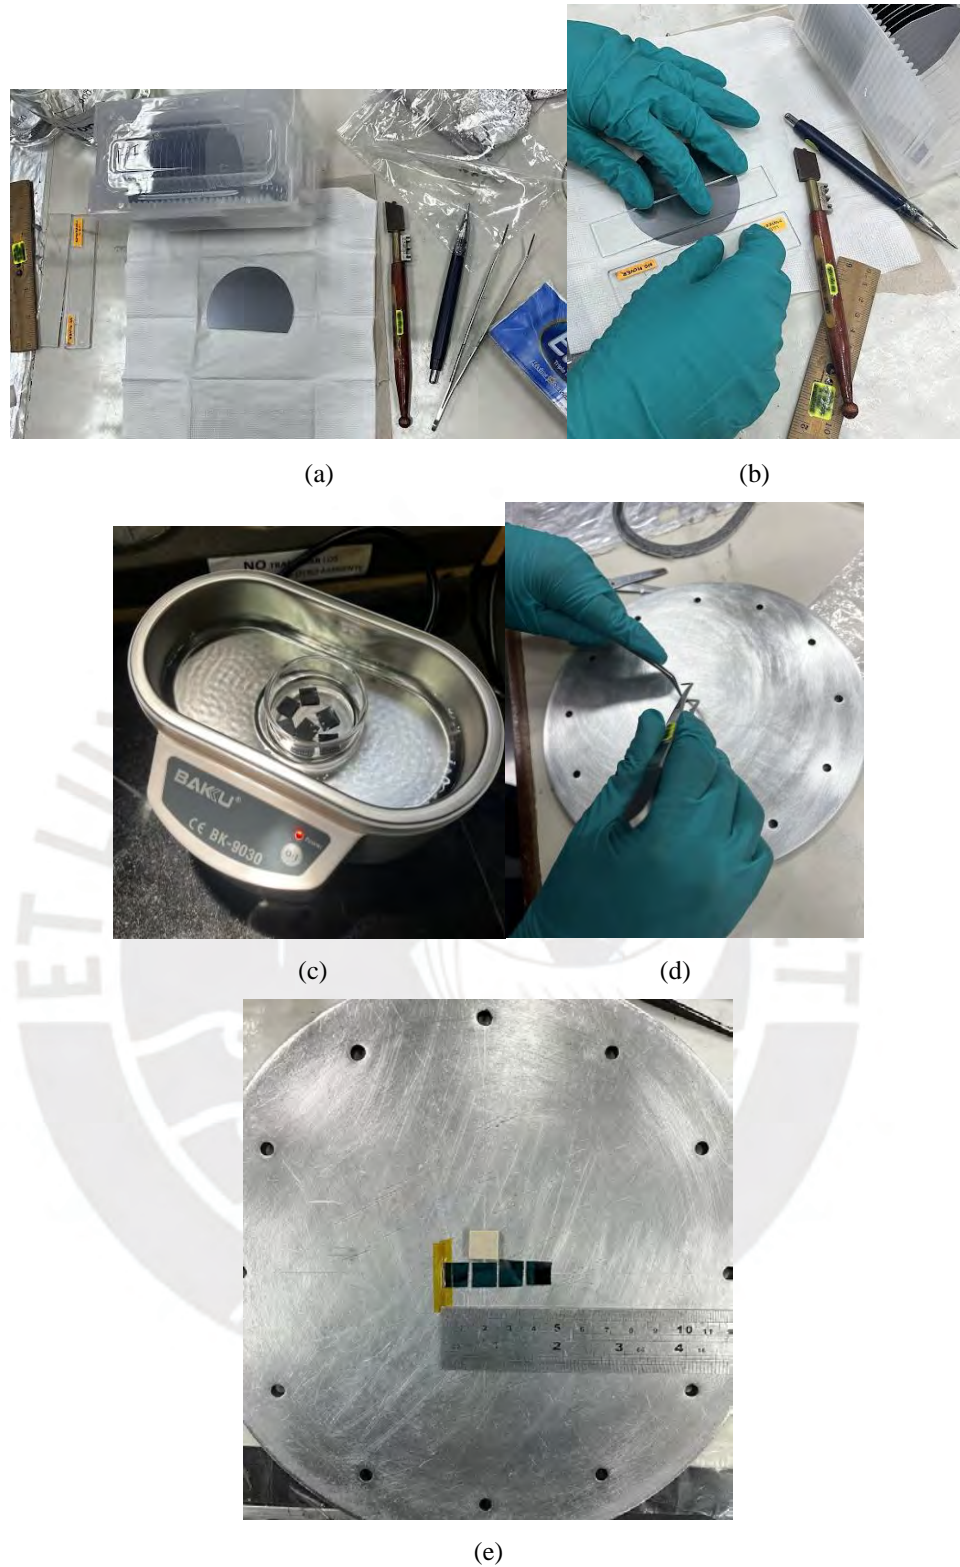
Preparación de la muestra: (a) Herramientas usadas para el corte de la oblea de Silicio tipo P, (b) Corte de Si en dimensiones de 1x1cm, (c) Limpieza por ultrasonido de los cortes, (d) Fijación de los cortes sobre el plato con cinta de carbono, (e) Distribución de los cortes en el plato, recubriendo uno de ellos con cinta de Kapton
